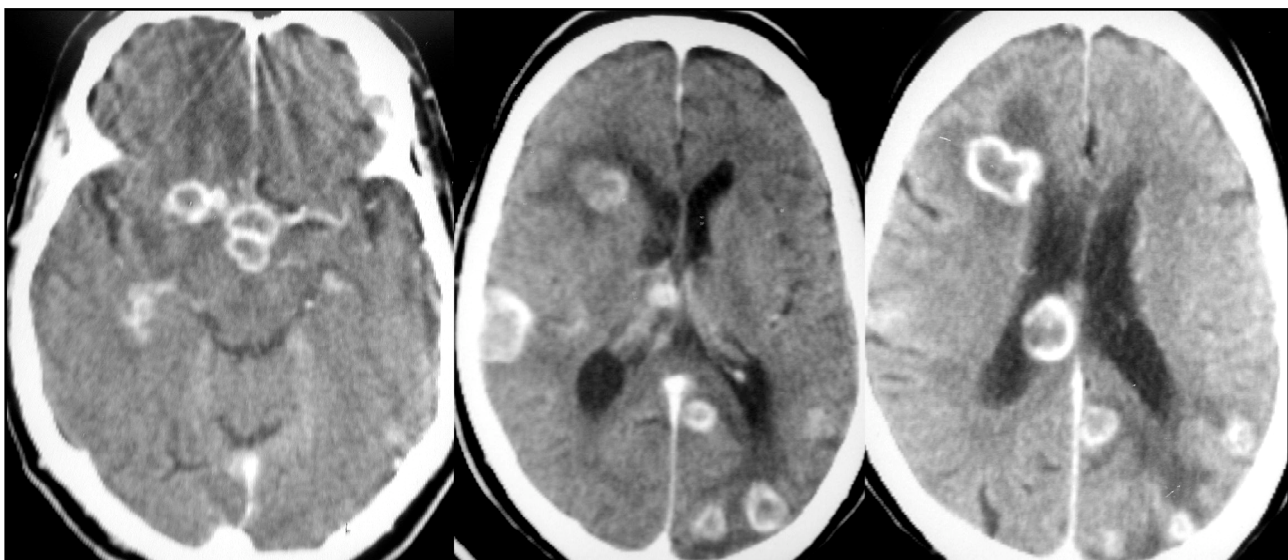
TC de crânio em corte axial, com contraste. Lesões múltiplas com captação anelar de contraste, em região supratentorial.
